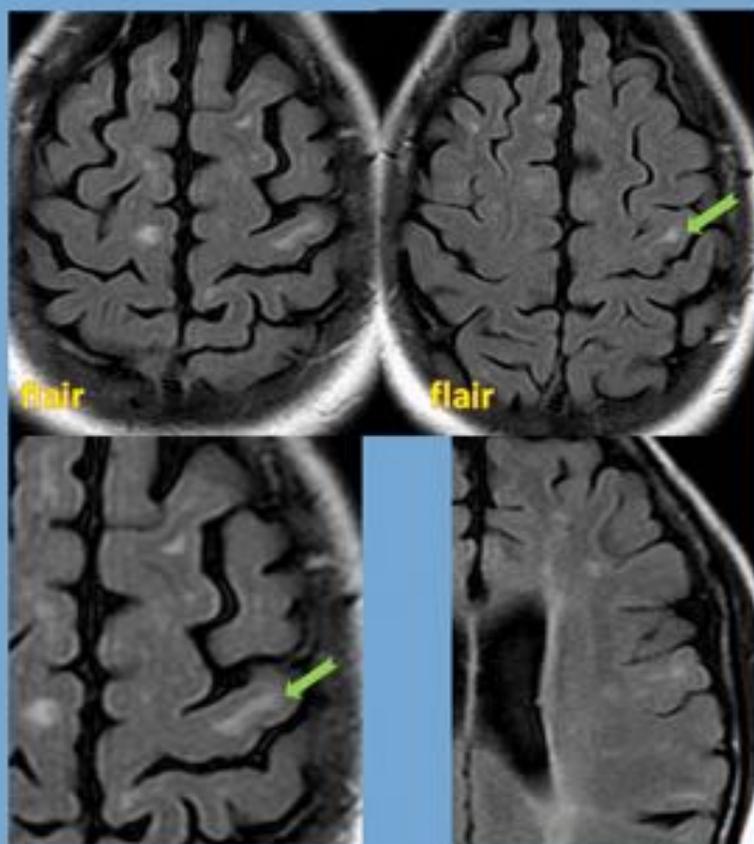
Mujer de 52 años que desde los 30 presenta episodios de angustia, parestesias en ambas manos y pies de varios días, desvanecimientos y fatiga. Hallazgos en RM compatibles con EM sin signos de actividad inflamatoria actual.
